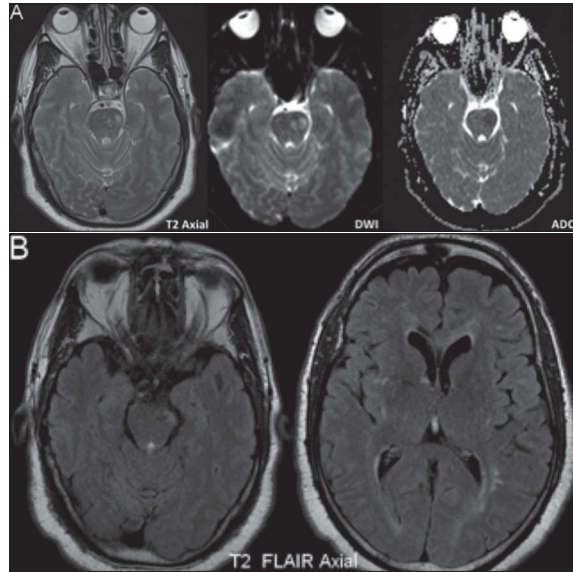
Em cima (A), enfarte pôntico esquerdo recente identificado na ressonância magnética. Em baixo (B), as imagens supratentoriais, incluindo região temporal, com escassez de lesões nessas regiões.
